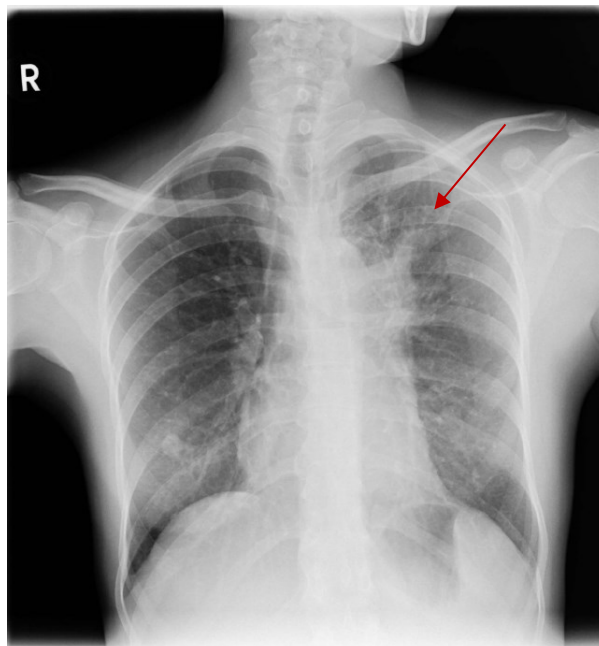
Röntgen des Thorax in p.a. Strahlengang vom 04.12.2017, erste Patientin (w, 28): Verschattung im linken Oberfeld (Pfeil) sowie verplumpte Hilusregion links
